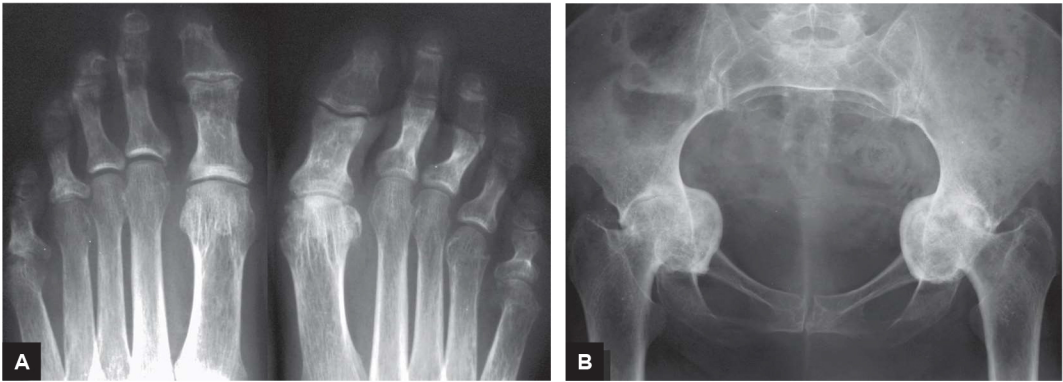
A: radiografias dos antepés demonstram osteoporose generalizada e artropatia erosiva das metatarsofalangeanas, mais evidente nos primeiros e, principalmente, nos quintos raios, bilateralmente, havendo redução da amplitude das fendas articulares nestes últimos e no IV raio direito. B: radiografia da bacia de paciente com AR crônica de má evolução evidencia osteoporose difusa e importante protrusão acetabular bilateral, com acentuada redução da amplitude das fendas articulares e remodelamento das cabeças femorais.
